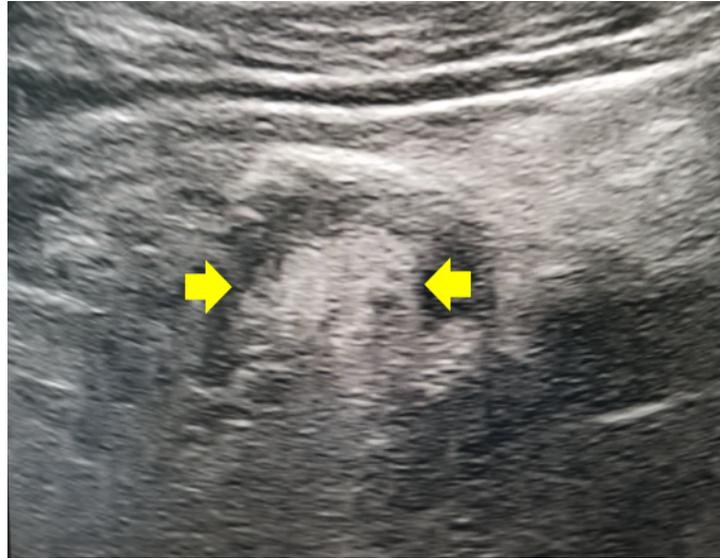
image échographique montrant une masse grasseuse hyperéchogène para colique (flèche jaune) bordée d'un halo hypoéchogène en fosse iliaque gauche.
